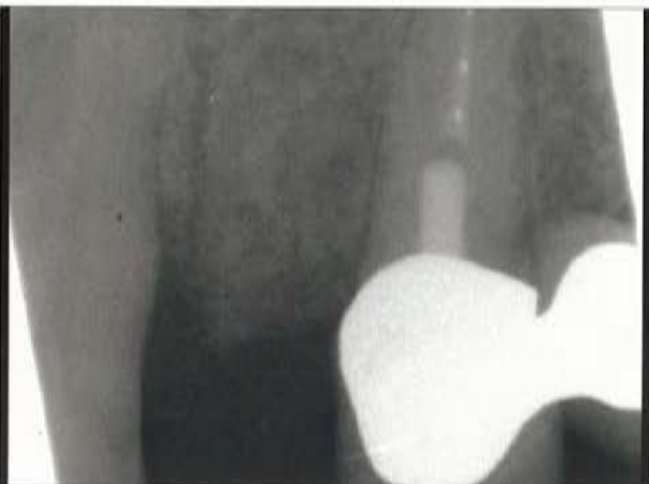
bis 23: Klinischer und röntgenologischer Zustand drei Monate postoperativ zeigt in regio 22 ein implantologisch ausgezeichnetes horizontales und keratinisiertes Alveolarkamprofil, erwartungsgemäße 2,5 Millimeter vertikale Resorption mesial und 1 Millimeter distal des Defekts werden sich nach implantatprothetischer Versorgung (teilweise) verbessern.
